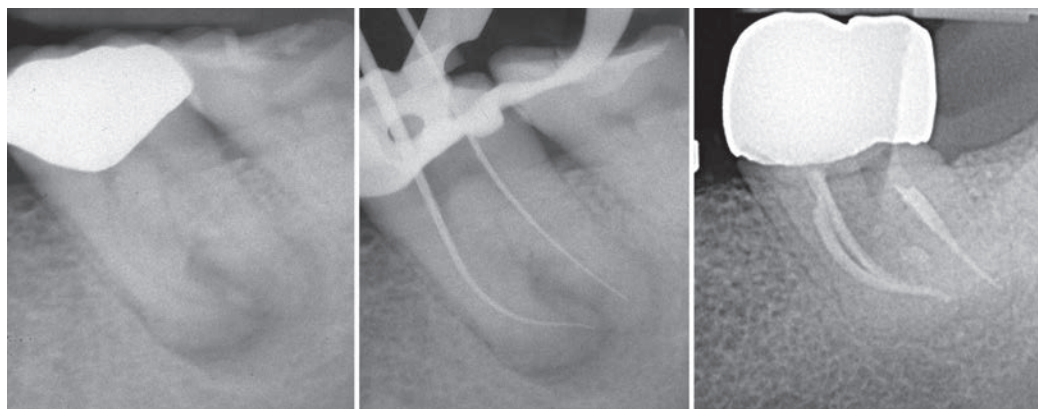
Molare inferiore con lesione periapicale. Il controllo a dieci anni evidenzia il successo nel tempo delle procedure endodontiche.
